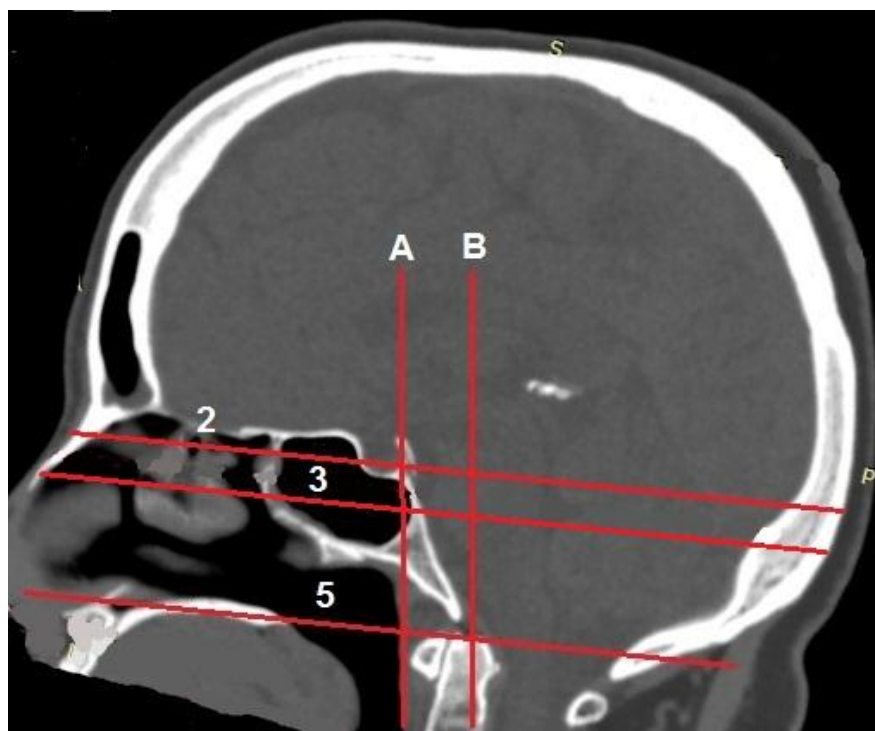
Границы задней черепной ямки на КТ в сагиттальной проекции: плоскость А – уровень головки нижней челюсти; плоскость В – уровень наружного слухового прохода; 2 – плоскость наружного угла глаза; 3 – франкфуртская горизонталь; 5 – плоскость основания сосцевидного отростка
